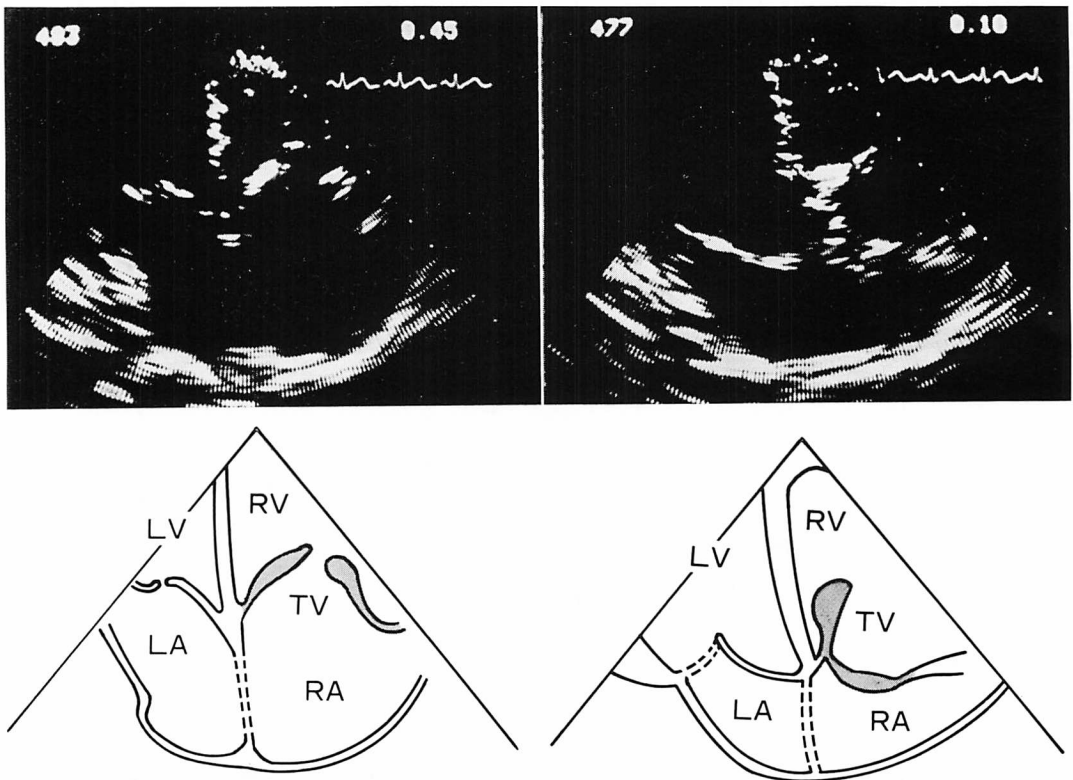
Diastolic (left) and systolic (right) frames from a cross-sectional echocardiographic study (parasternal four-chamber view) of the same patient as in Fig. 1.
